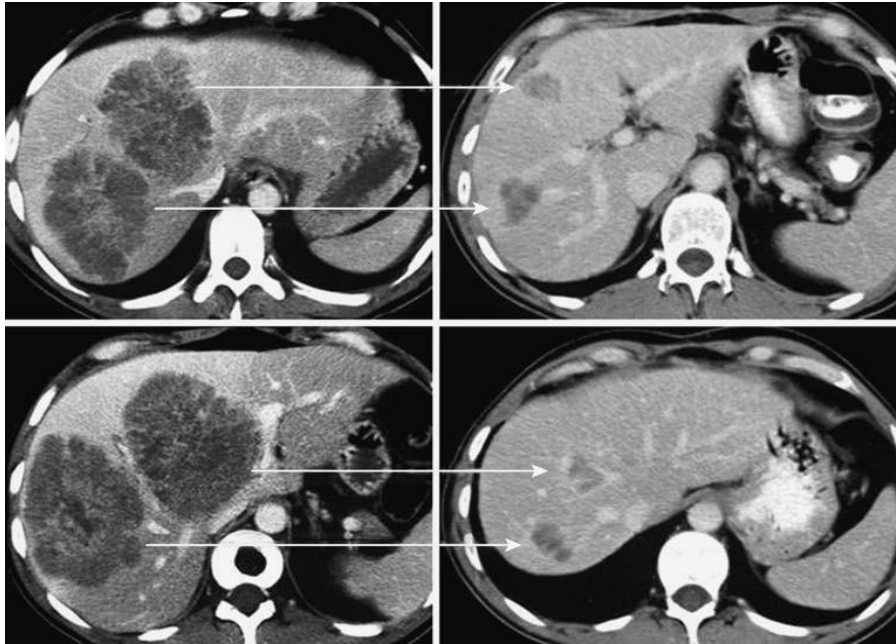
Effets de la chimiothérapie systémique chez deux patients initialement considérés comme non résécable et ayant pu bénéficier secondairement d'une exérèse des métastases (TDM avant et après chimiothérapie).
